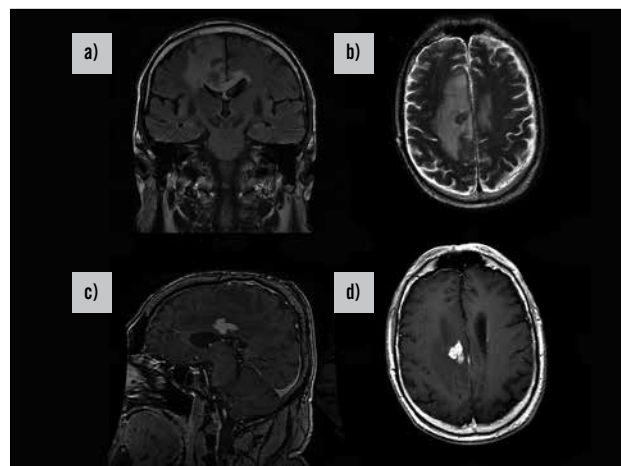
Imágenes de resonancia magnética preoperatoria. Corte coronal con secuencia FLAIR (A) y corte axial de imagen potenciada en T2 (B) que muestran la presencia de intenso edema vasogénico peritumoral. Corte sagital (C) y corte axial (D), potenciados en T1, que muestran la intensa captación de la lesión frontomedial, que mide 18 mm en sentido craneocaudal, 15 mm en sentido transversal y 23 mm en sentido anteroposterior
